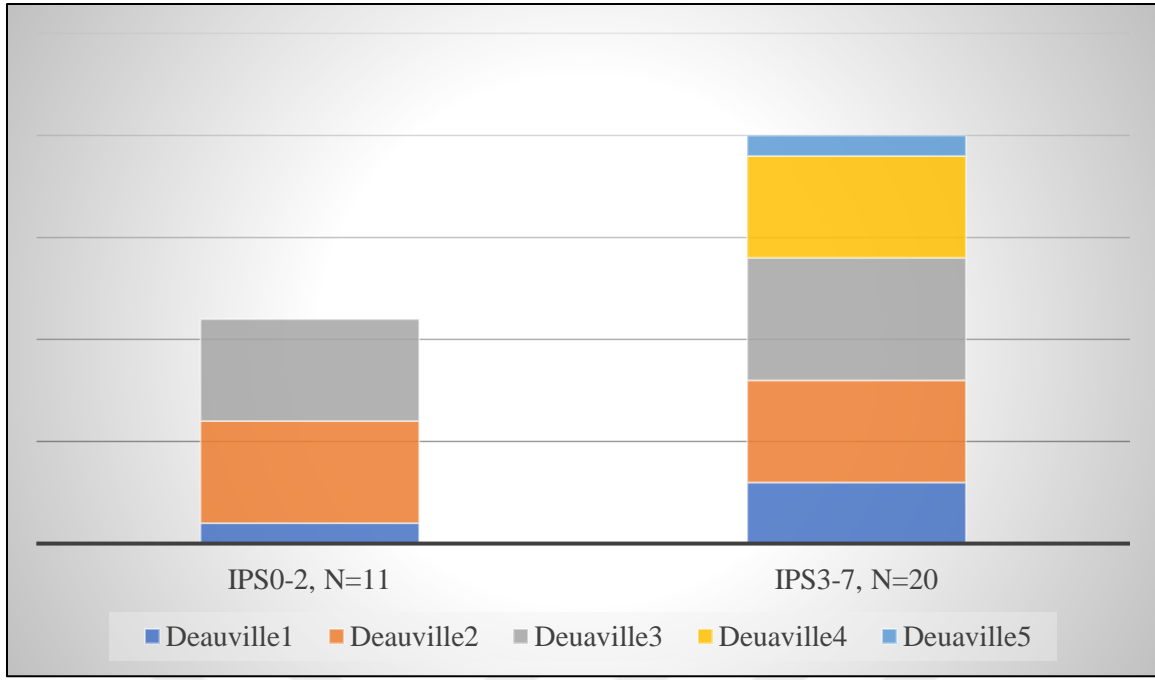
Farklı grupların interim PET (PET1) sonuçları.
